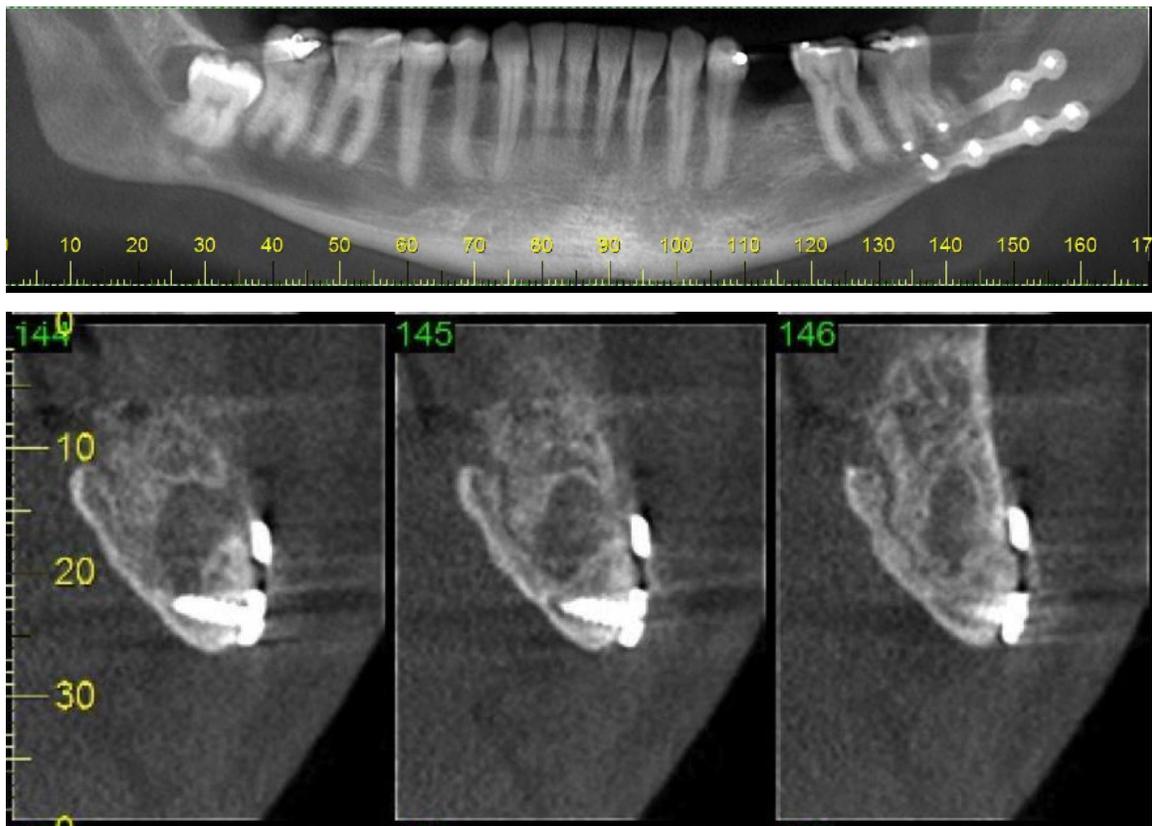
TC da Mandíbula LE. Íntima relação entre o parafuso de fixação e o canal mandibular.
